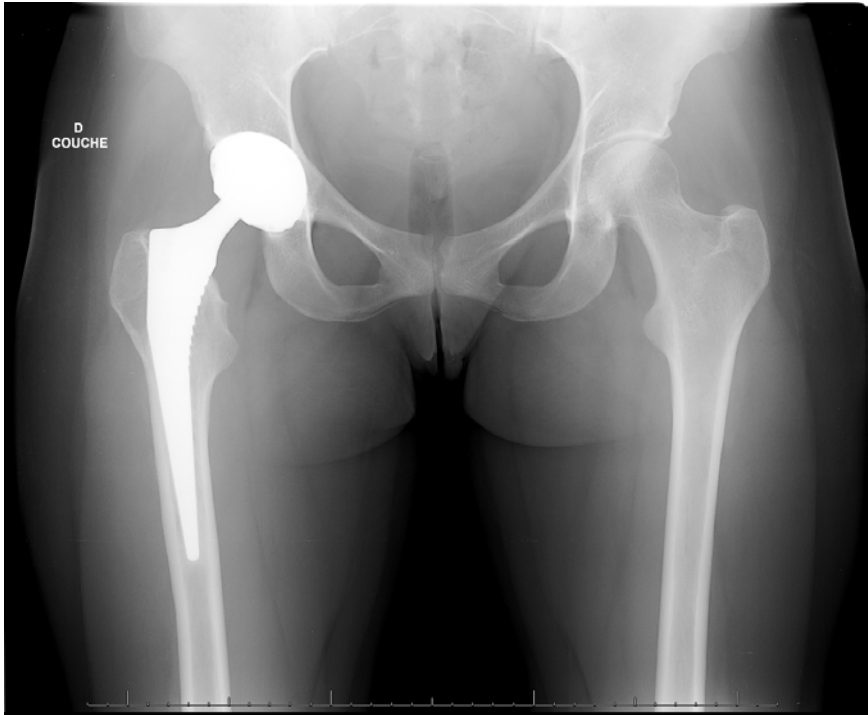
Radiographie de face d'un RTH
